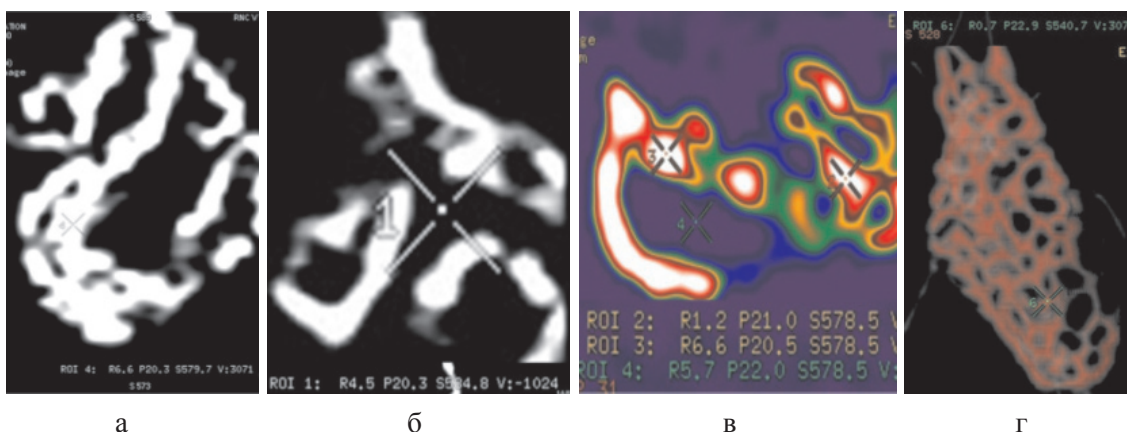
МСКТ импланта в виде сетчатой конструкции с ячейками от 0,1 до 1,5 мм:
